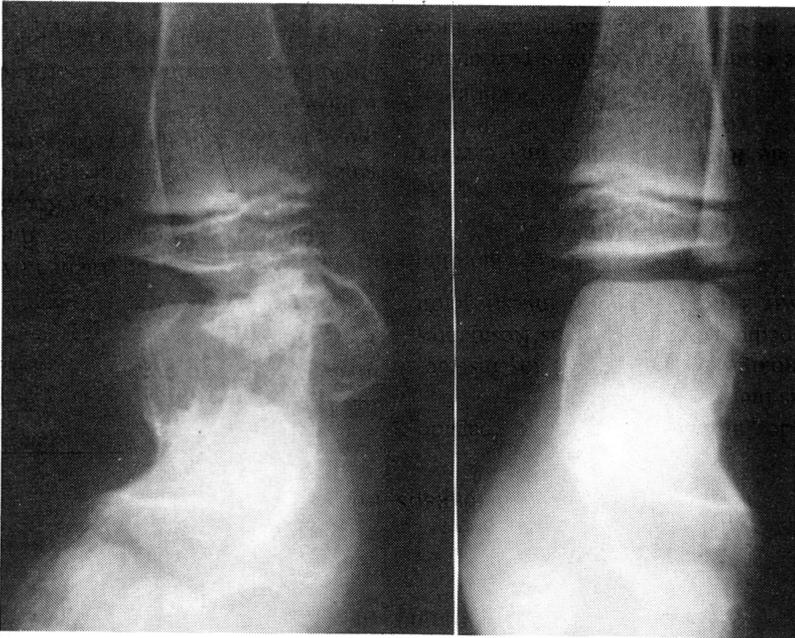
Radiografía anteroposterior de ambos tobillos. En el derecho se aprecia ligero ensanchamiento metafisario, así como las lesiones localizadas en la vertiente medial epifisaria de la tibia. No se observan alteraciones en las vertientes medial y lateral del astrágalo.
